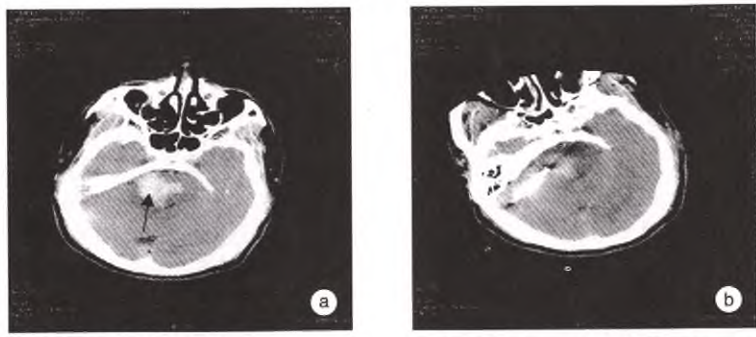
1 例 65 岁女性大量脑干出血患者,出血 5 h(微创术前,a)CT 检查示桥脑血肿(箭头所示);出血 7 h 行微创手术,术后 12 h(b)CT 检查示血肿明显减少
